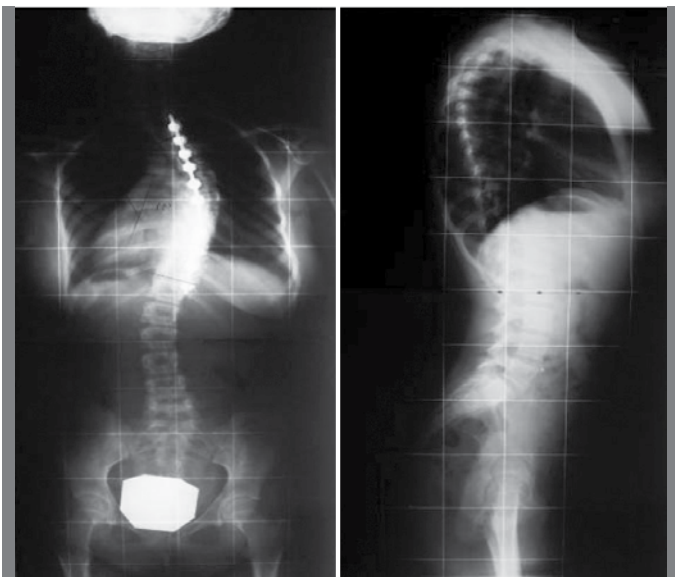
Radiografías preoperatorias de uno de los casos.
